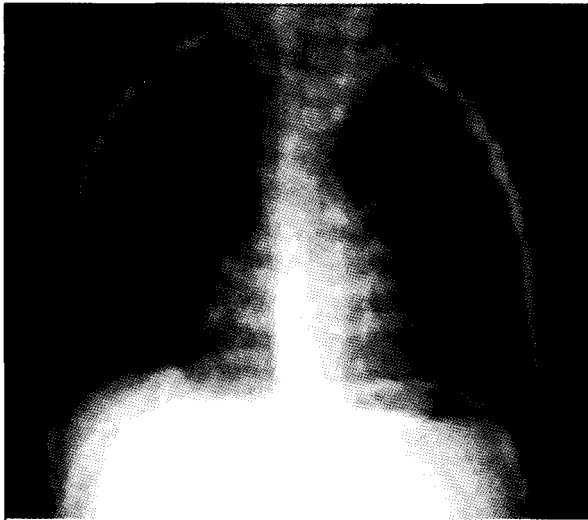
Radiografía de tórax que muestra imagen de arco aórtico derecho
